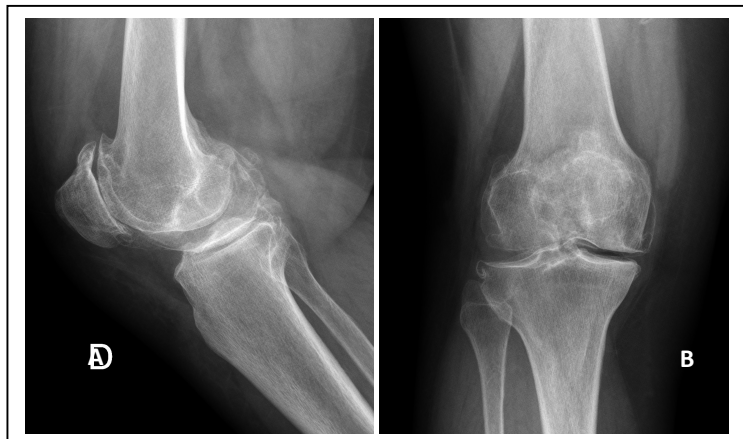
Radiografía lateral (A) y anteroposterior (B) de artrosis de rodilla.
